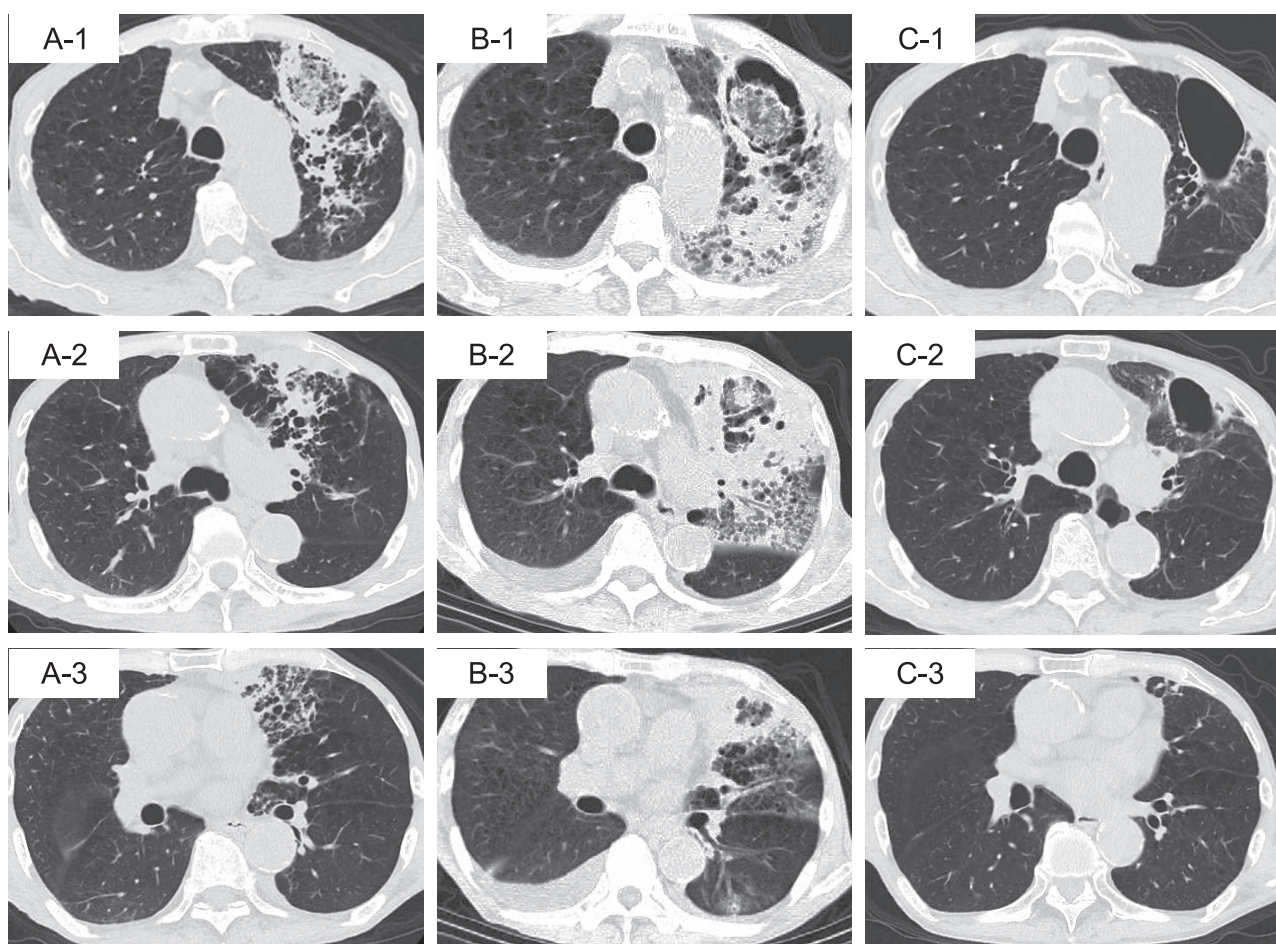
Chest computed tomography on admission showed mottled consolidation in the left upper lobe (A). On hospital day 11, the consolidation exacerbated with cavitation (B-1,2) and new patchy infiltrates appeared in the left lower lobe (B-3). 6 months after corticosteroid therapy, the consolidation completely disappeared and the cavity decreased in size (C).
